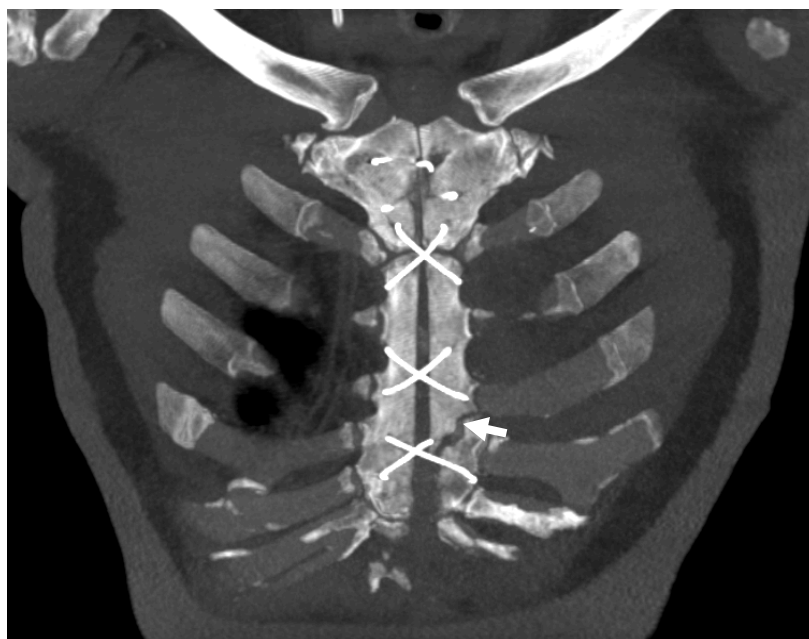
tomografía computarizada con reconstrucción multiplanar en plano coronal de paciente postoperado de revascularización coronaria quien presenta dolor torácico e inestabilidad esternal. Se observa dehiscencia esternal con separación de los bordes esternales de predominio caudal de 12 mm, asociado a trazo oblicuo de fractura hacia el aspecto izquierdo del esternón (flecha blanca), con punto libre del material de sutura a nivel del sitio de fractura.
